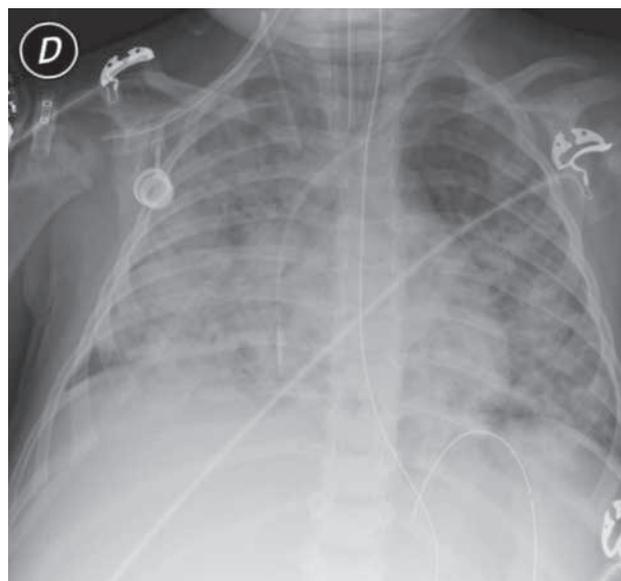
Radiografía de tórax correspondiente al síndrome de dificultad respiratoria aguda que presentaba el paciente.
